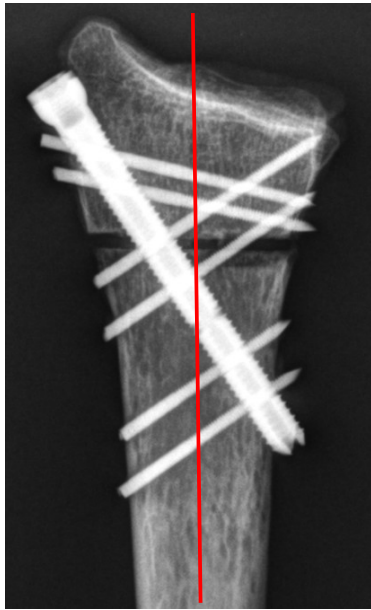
XSCREW im a.p. Röntgenbild
